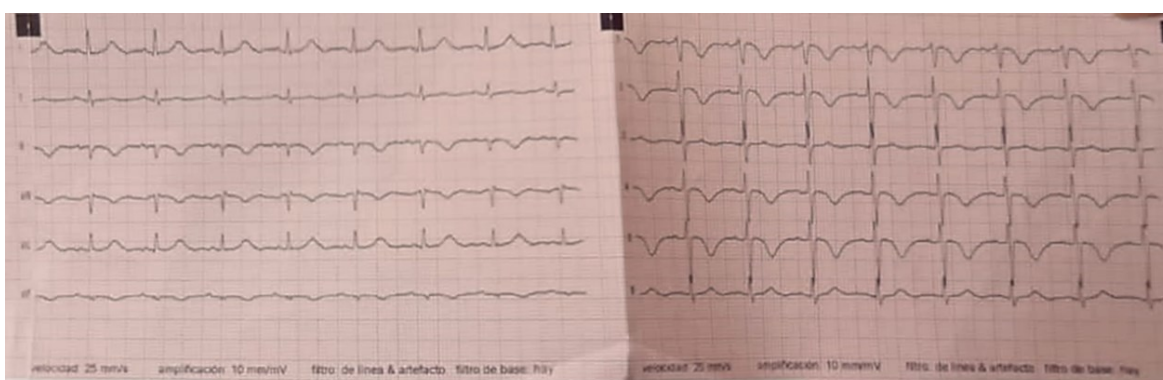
Se evidencia Ondas T negativas en Cara Antero Septal (V1-V5), presuntiva miocardiopatía subyacente por lo que se sugiere complementar con Ecocardiograma.
